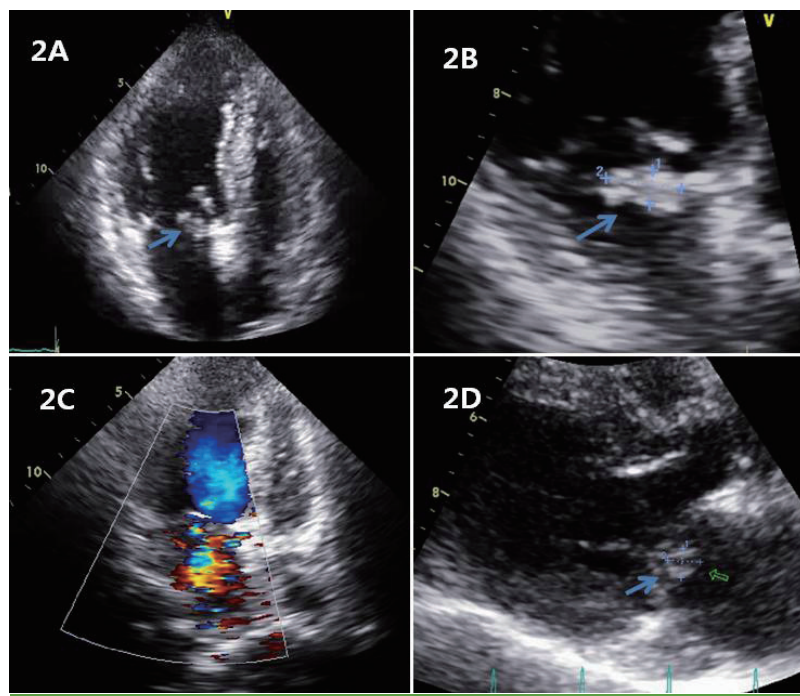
Changes in transthoracic echocardiographic findings with treatment. Initial transthoracic echocardiogram shows about 14x7 mm sized hypoechoic oscillating mass on the posterior leaflet of the mitral valve (2A, 2B, blue arrow), and mild degree of mitral regurgitation (2C). Follow up echocardiogram shows decreased size of the vegetation to 7.8 mmx6.9 mm (2D, blue arrow).
